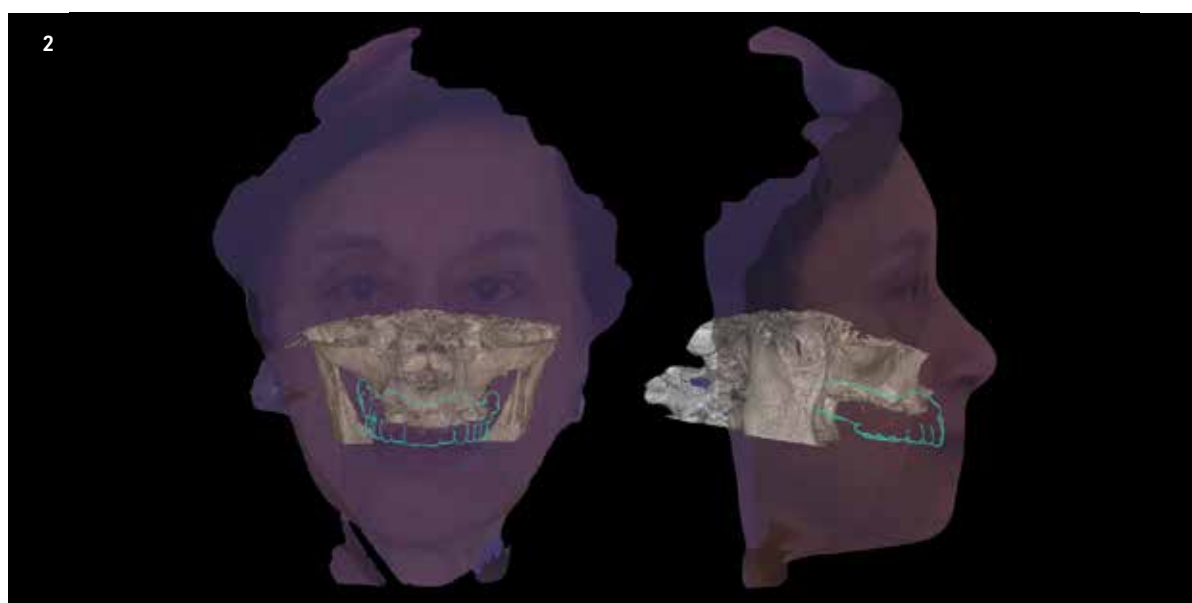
Tutte le informazioni per il percorso diagnostico e il trattamento in matching. Abbiamo la scansione facciale, la cone beam, le arcate e il progetto protesico.
